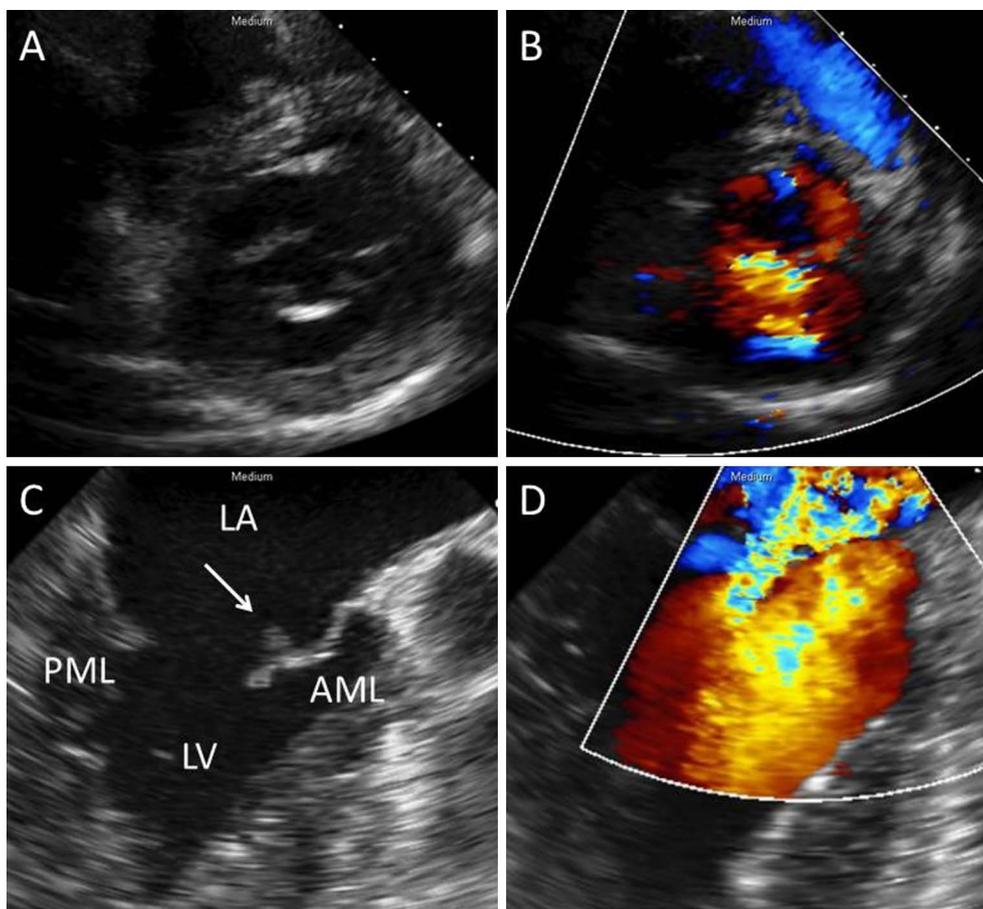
Transthoracic echocardiograms on day 8 (A, B) and transesophageal echocardiograms on day 14 (C, D). (A, B) Transthoracic echocardiograms showed mitral valve regurgitation due to anterior leaflet prolapse. (C, D) Transesophageal echocardiograms revealed vegetation in the anterior mitral leaflet (arrow) and moderate mitral valve regurgitation. LA: left atrium, LV: left ventricle, AML: anterior mitral leaflet, PML: posterior mitral leaflet.
